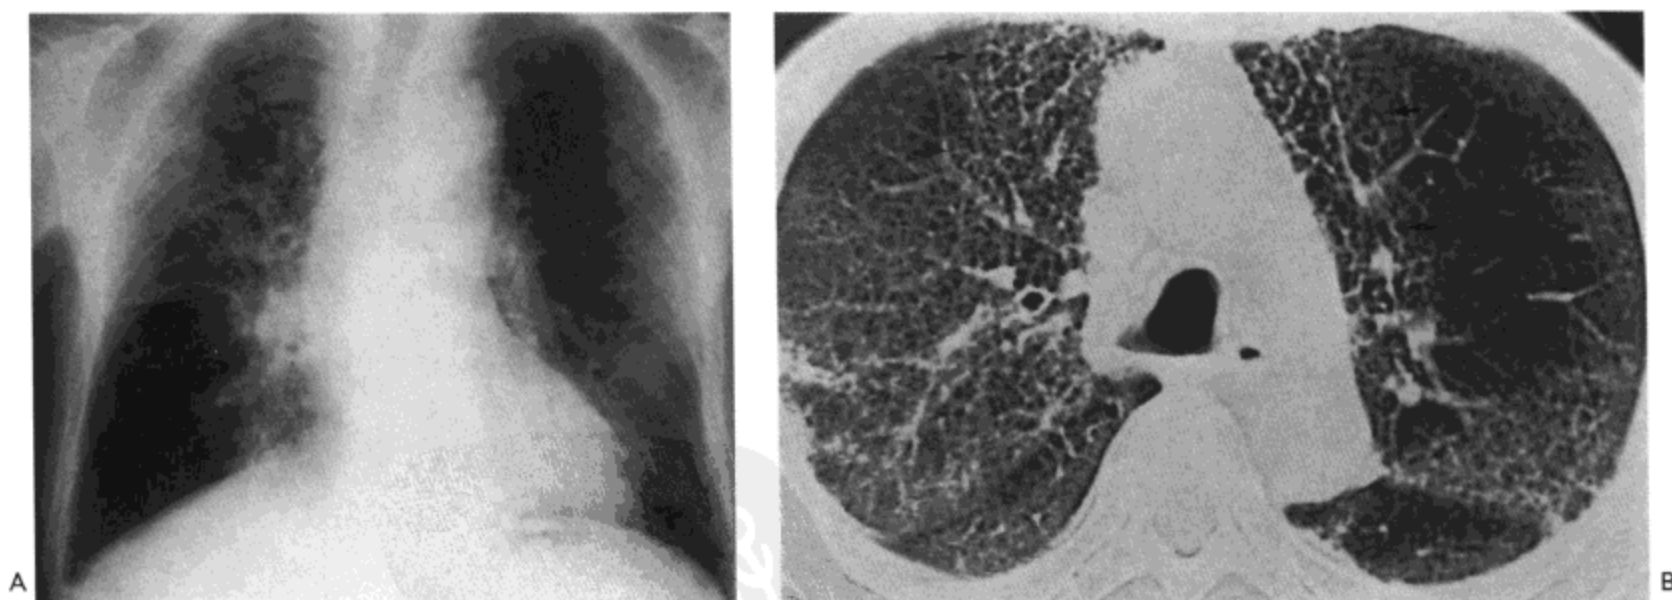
放射性肺炎。A: X线胸片示双侧磨砂玻璃影与网状影,右肺上叶最为严重。B: 主动脉弓水平高分辨率CT影像示双侧肺纵隔旁区网状影(箭号)。放射野内与放射野外的磨砂玻璃影明显。病人男,85岁,患纵隔淋巴瘤(感谢日本Fukushima, Fukushima医科大学放射科Hiroshi Moriya医生提供)。
